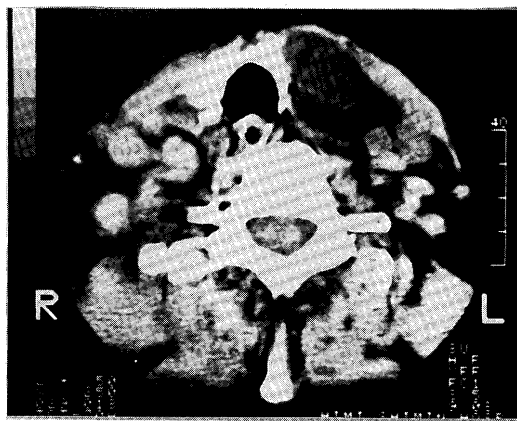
CT scan shows a water-density nodule lateral to the left thyroid lobe and medial to the carotid artery, and multiple enlarged lymphnodes.
